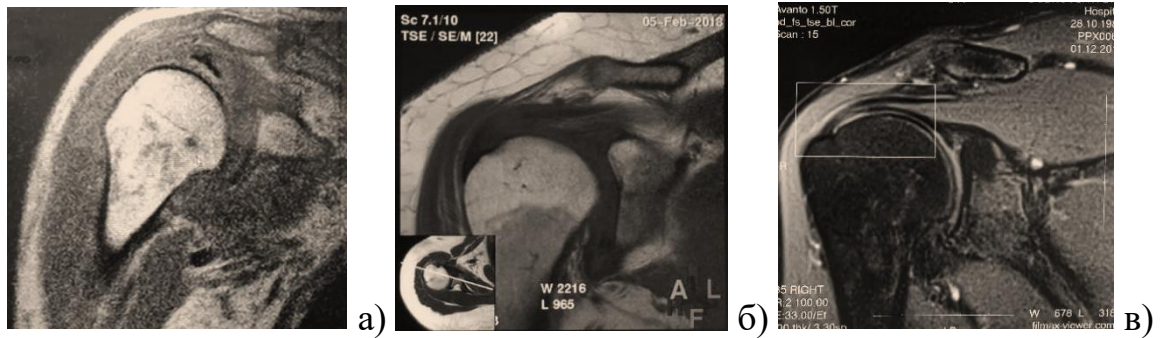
МРТ плечового суглоба фронтальні зрізи: а) сила магнітного поля 1 Тсл, Т1 режим; б) сила магнітного поля 1,5 Тсл, Т1 режим; в) сила магнітного поля 1,5 Тсл, Т2 Pdfatsat режим.
